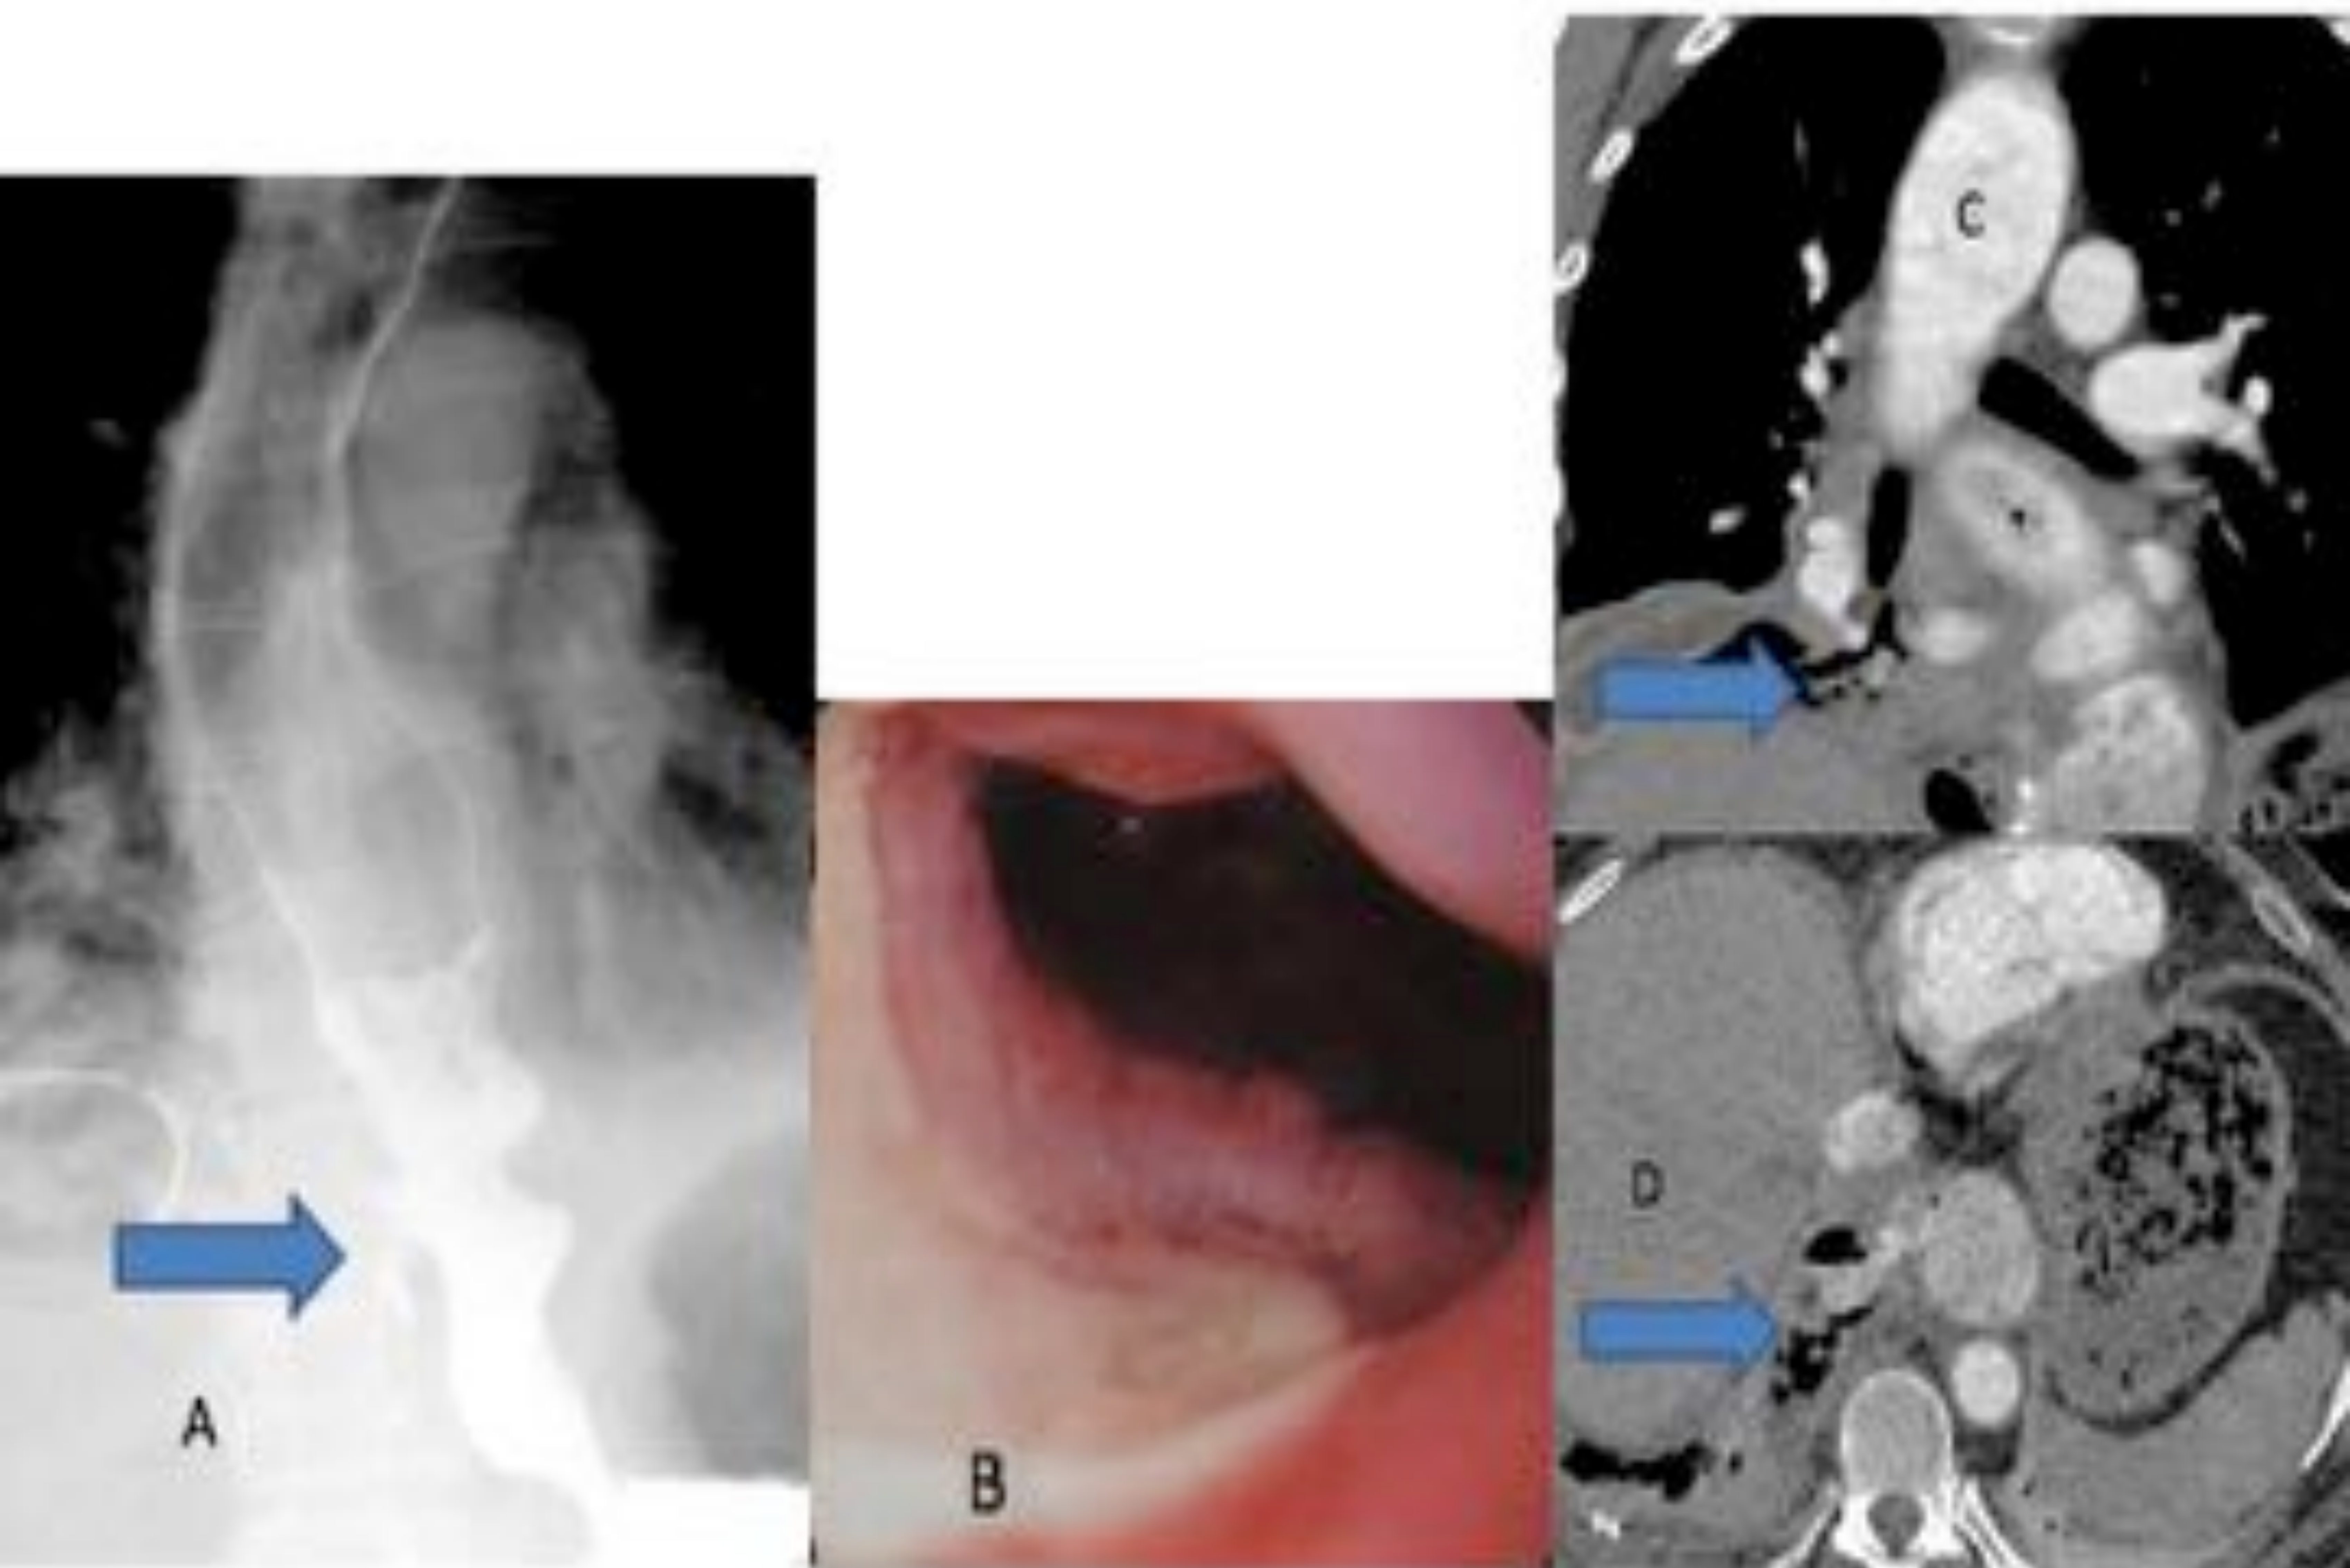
Esofagitis asociada a fármacos. Gran ulceración en esofagograma (A, flecha) que se correlaciona con la imagen endoscópica (B). En el TC (C, D) se observa perforación esofágica y extravasación de contraste.
